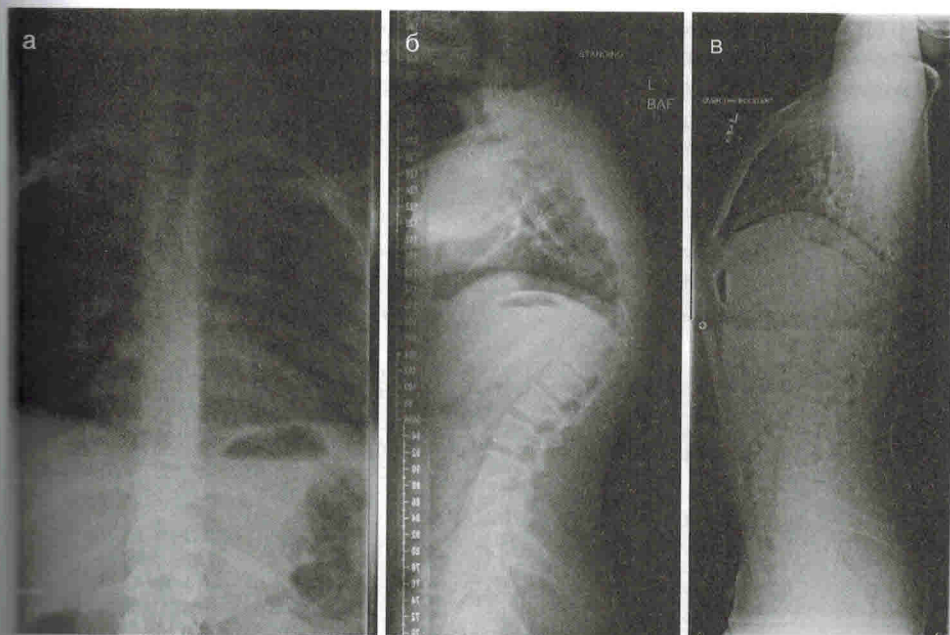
(а) Рентгенограммы в заднепередней и (б) боковой проекциях, сделанные в положении пациента стоя. Отмечается грудной кифоз 87° с верхушкой на уровне Th_{VII}. Остеонение таза соответствует пятой степени по Риссеру. Сопутствующего сколиоза нет. (в) Рентгенограмма в боковой проекции сделана с подкладыванием валика. Грудной кифоз исправляется до 50° , когда пациент лежит на валике
